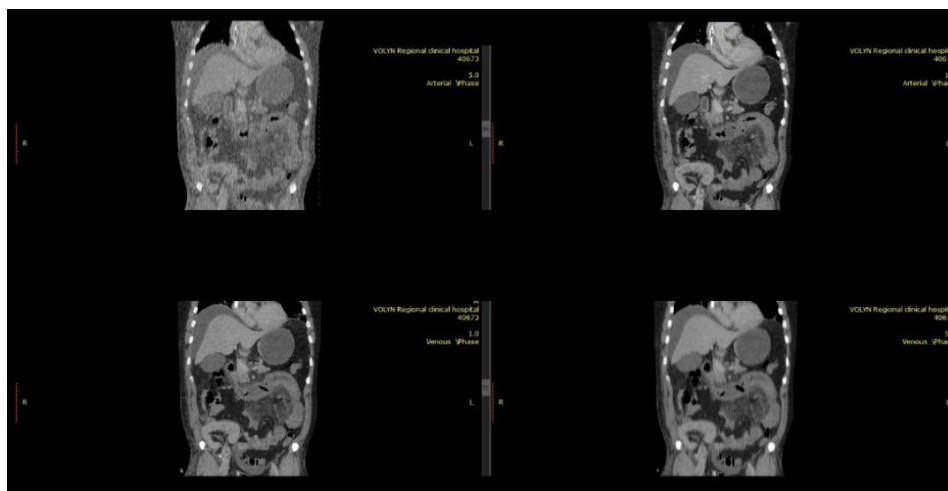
МСКТ з в/в контрастуванням. Візуалізується асцит, потовщена, інфільтрована ДПК та тонка кишка з порушеним накопиченням контрастної речовини у стінці кишки.
